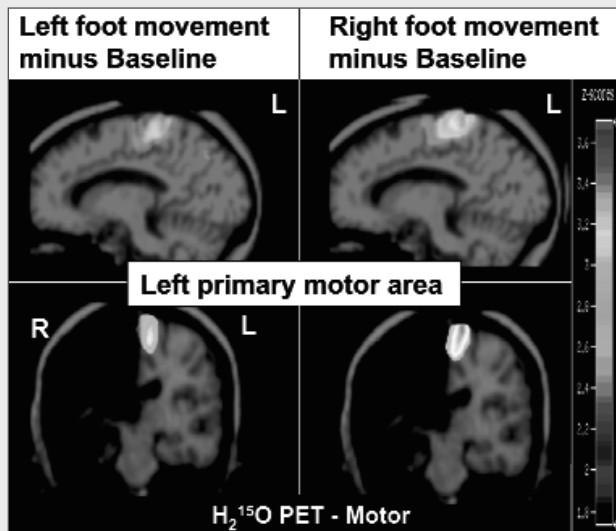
$H_2^{15}O$ PET study during sequential right and left foot movements and at rest in a patient with Rasmussen's encephalitis (same patient as in Figure 3). Fused with MR images significant blood flow increases in the left motor area are measured with $H_2^{15}O$ PET and result from the contrasts "left foot movement - baseline" and "right foot movement - baseline". Activation of left primary motor area is stronger during right than left foot movements. There is no activation in the diseased left hemisphere. The bar indicates the color-coded z-scores (sagittal view) (modified from Wieser et al.^[14]).
